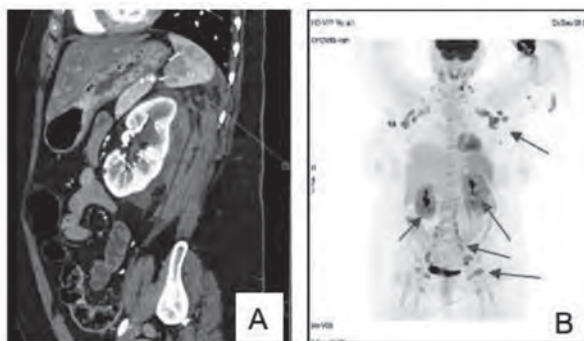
Pruebas de imagen(A). AngioTAC abdomino-pélvico. Hematoma Perirrenal. (B) PET/TAC con captación adenopatías supradiafragmáticas e infradiafragmáticas y riñones.
